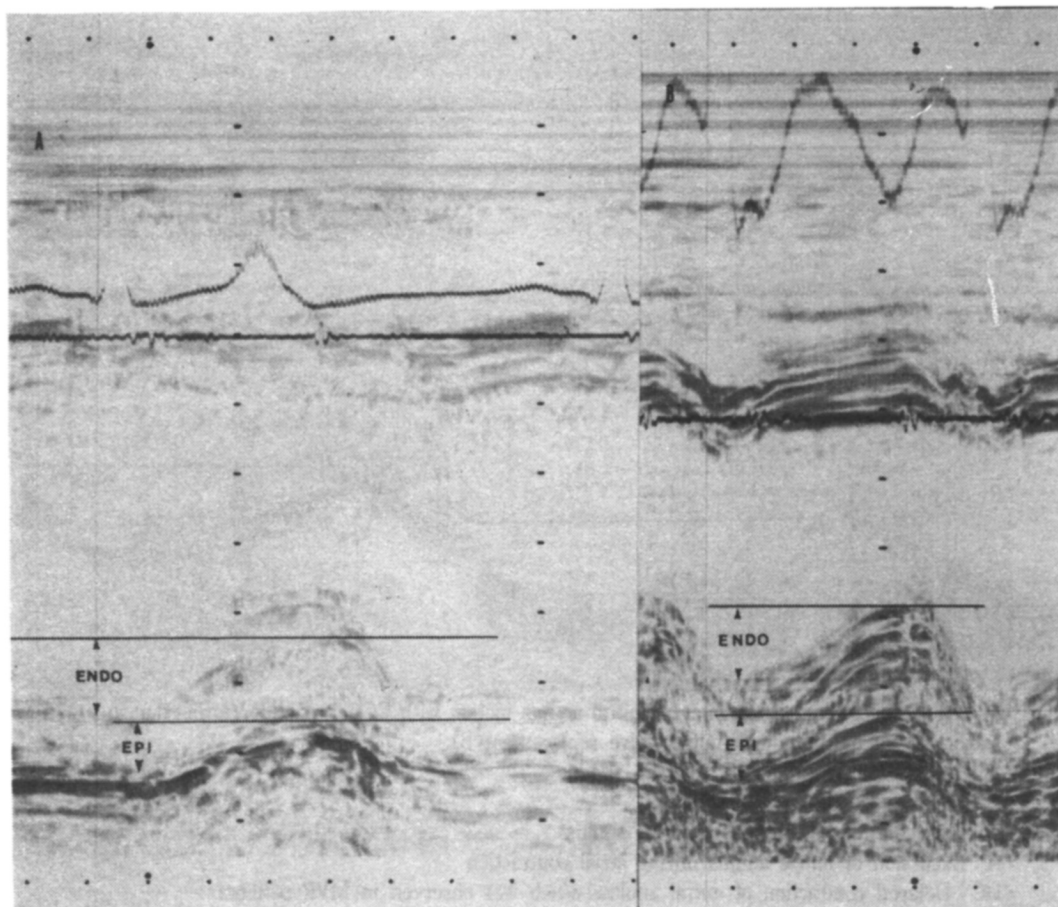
M-mode echocardiogram of left ventricle in a normal subject (A) and patient with mitral valve replacement (B).
